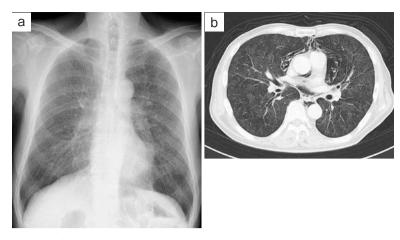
Case 1. (a) Chest X-ray film on admission showed diffuse small nodular shadows in both lungs. (b) Chest CT scan on admission showed diffuse centrilobular shadows, mediastinal emphysema, and mosaic pattern.
